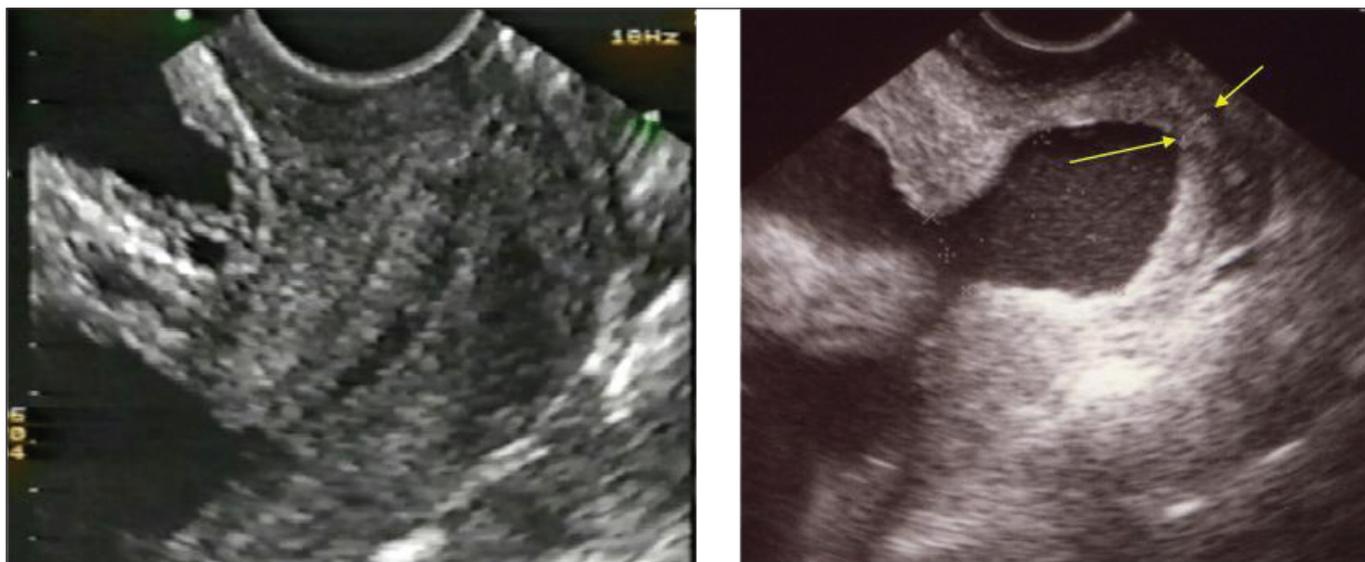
Avaliação do colo uterino por ultra-sonografia endovaginal. À esquerda, colo uterino longo (baixo risco); à direita, colo curto (<20 mm)
